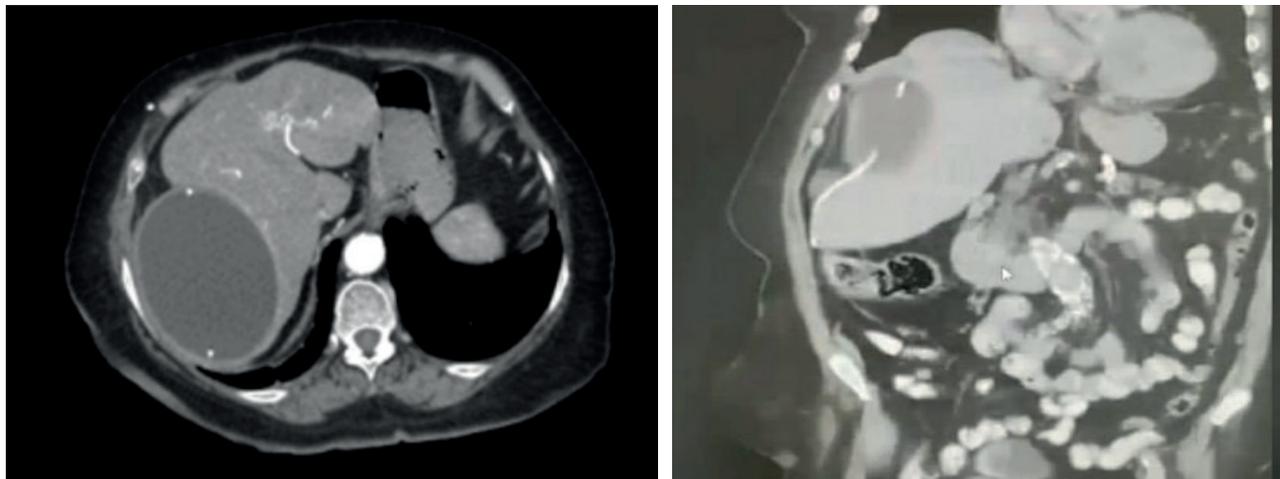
Tomografía de abdomen con contraste. A: Corte transversal: Colección intrahepática hipodensa. B: Corte axial: Colección intrahepática hipodensa secundaria a la migración del catéter de derivación ventriculoperitoneal
